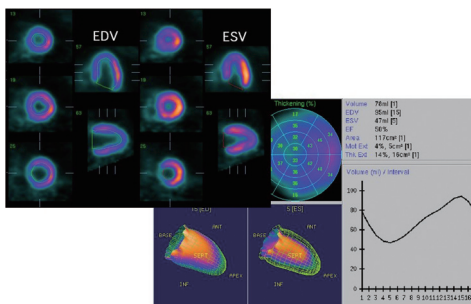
心電図同期 FDG-PET の QGS による解析結果。
